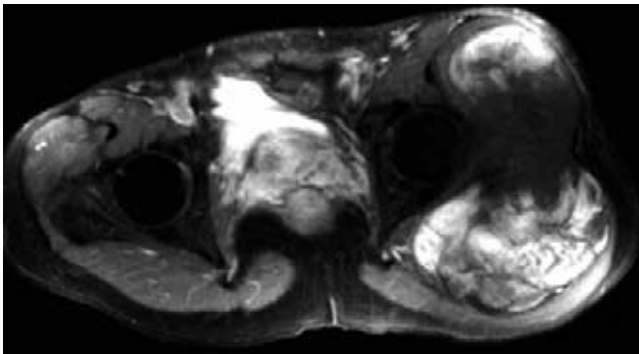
RM de pelvis. Secuencia T1. Fat-Sat + gadolinio. Axial: Posterior a la administración y medio de contraste, el reforzamiento es intenso y heterogéneo. Las estructuras óseas observadas presentan saturación homogénea en esta secuencia.
